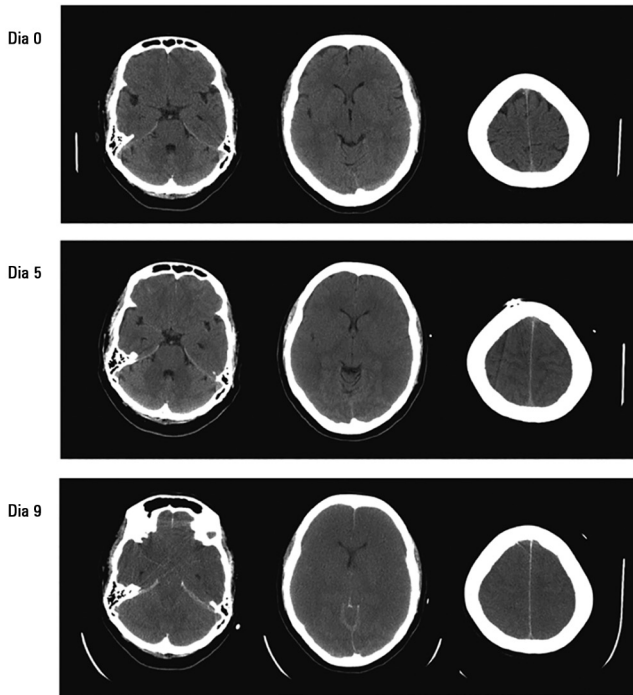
Tomografia computadorizada sequencial do cérebro em paciente do sexo feminino com 37 anos de idade admitida por falência hepática aguda, encefalopatia hepática e necessidade de suporte ventilatório. Quando da admissão, a paciente apresentava imagens normais de tomografia computadorizada. No 5º dia, observou-se acentuada perda do padrão normal de sulcos. Conforme o edema cerebral maligno progrediu, observou-se perda da diferenciação entre substância cinzenta e branca, além de acentuada perda das cisternas basais e compressão do tronco cerebral. A paciente era refratária ao tratamento clínico e teve evolução para êxito letal enquanto aguardava por um doador.
